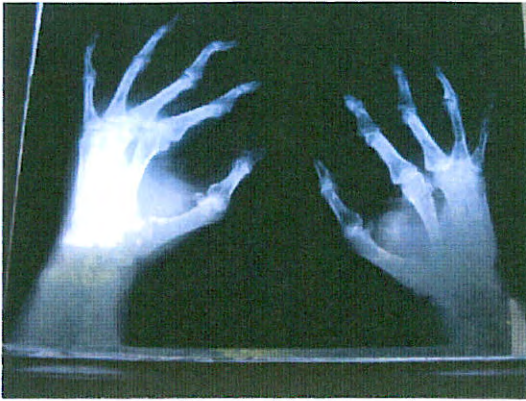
Radiographie des mains.
